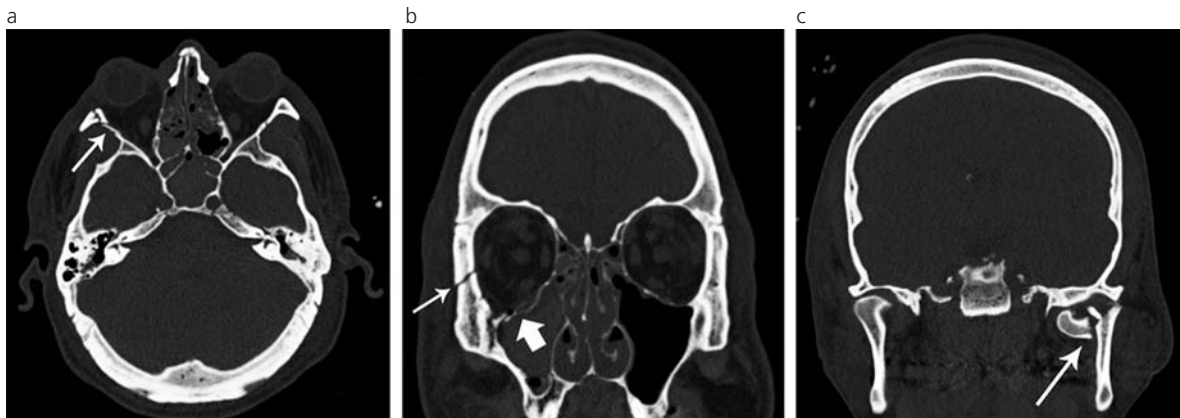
TC multicorte de un paciente masculino de 31 años de edad, víctima de una agresión física. (a) y (b) Cortes axial y coronal en ventana ósea. Se observa una fractura de la pared orbitaria lateral derecha (flechas finas) y del piso orbitario homolateral (flecha gruesa), con depresión del mismo. (c) Corte coronal en ventana ósea. Se evidencia la presencia de una fractura con luxación, asociada del cóndilo maxilar izquierdo (flecha).
